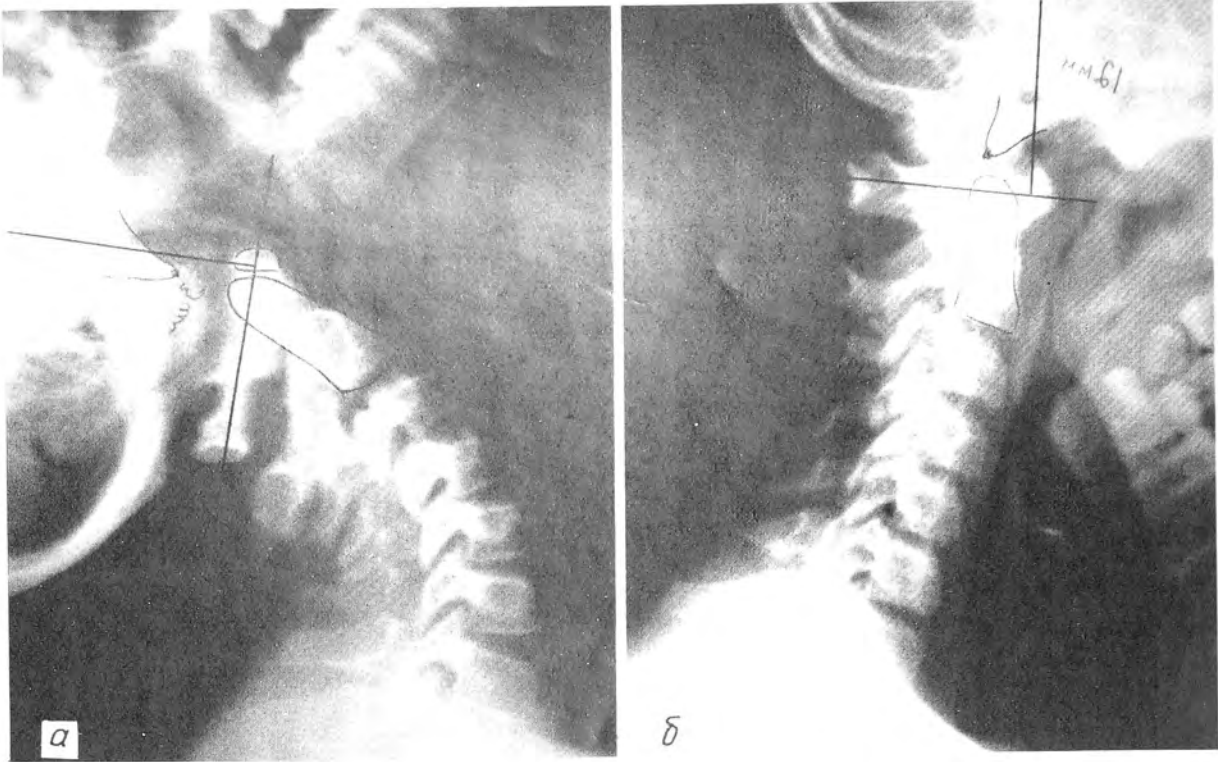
Рентгенограммы шейного отдела позвоночника (боковая проекция) в положении разгибания (а) и сгибания (б) больного 13 лет с атлантоокципитальной нестабильностью. Произведен расчет нестабильности по методу Рогмана.
